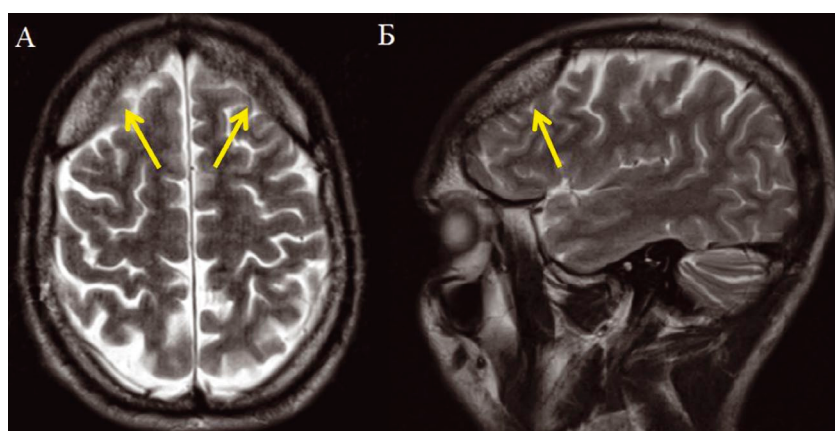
МРТ головного мозга в аксиальной (А) и сагиттальной (Б) срезах. Гиперостоз лобной кости (стрелки).
